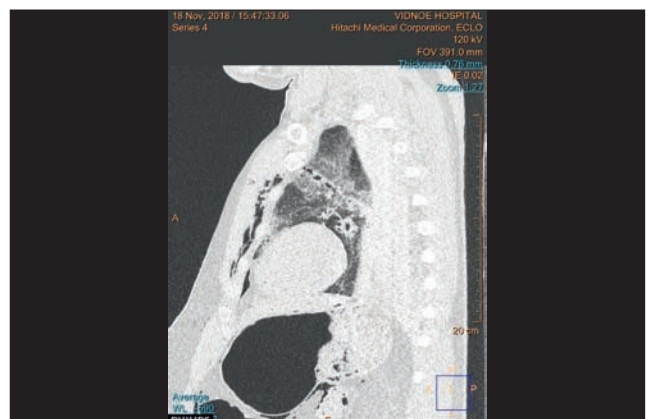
Компьютерная томография. Раневой канал в грудной клетке (труп гр-на Б.)
